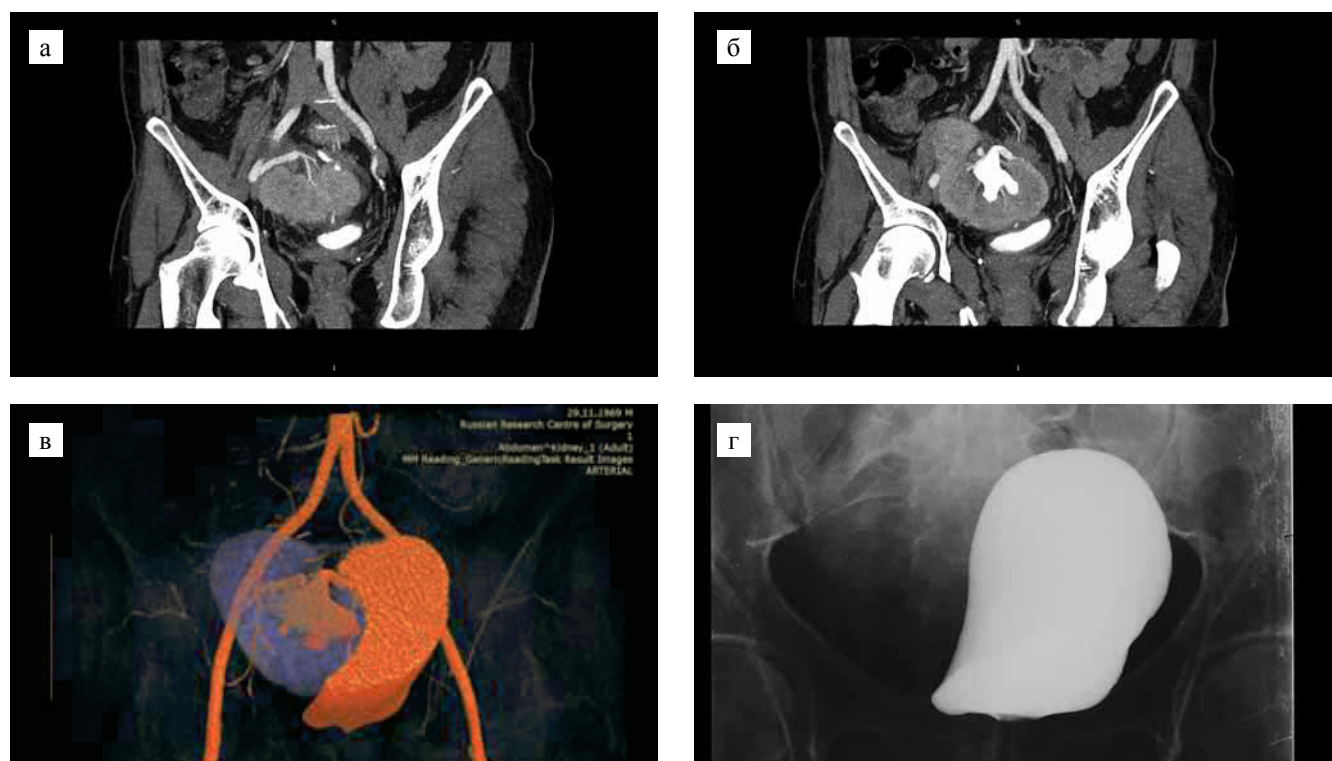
Рентгенодиагностическое обследование: а, б – сканы компьютерной томографии с артериальной и урофазой; в – 3d-реконструкция; г – ретроградная цистограмма
